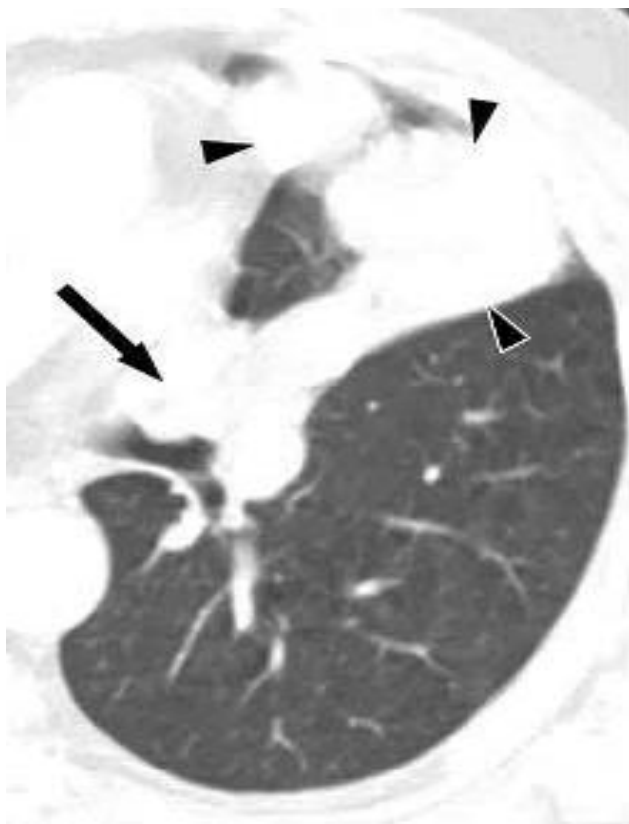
scansione TC assiale (2,5 mm di spessore), ottenuti a livello del bronco lobare inferiore di sinistra, mostra una massa multilobulata nel bronco segmentale e presso la divisione del ramo lingulare. La massa ha sia la componente endobronchiale (freccia) che quella extrabronchiale (punte di freccia), producendo un tumore cosiddetto iceberg.
